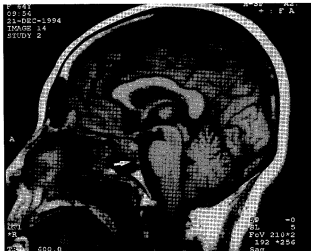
T1-weighted sagittal MR imaging shows loss of normal high-intensity in upper portion of the clivus (arrow) due to permeative lesion.
